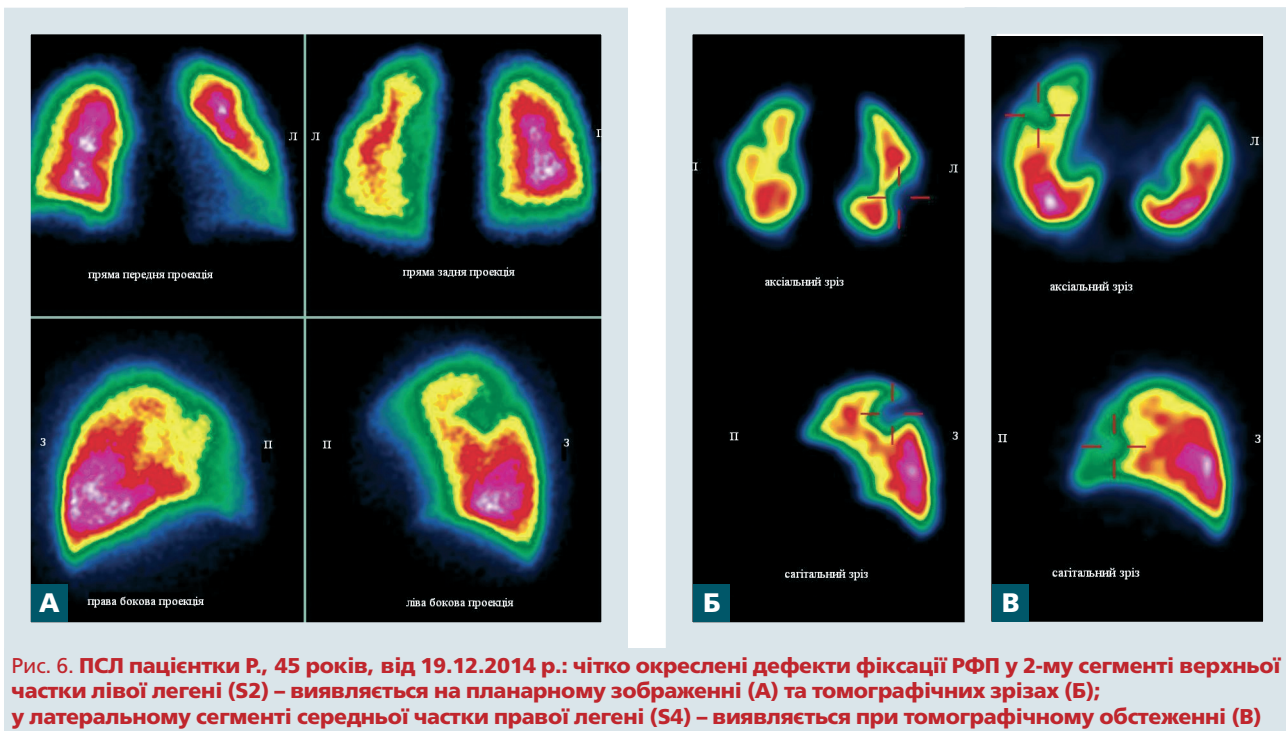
ПСЛ пацієнтки Р., 45 років, від 19.12.2014 р.: чітко окреслені дефекти фіксації РФП у 2-му сегменті верхньої частки лівої легені (S2) – виявляється на планарному зображенні (А) та томографічних зрізах (Б); у латеральному сегменті середньої частки правої легені (S4) – виявляється при томографічному обстеженні (В)
